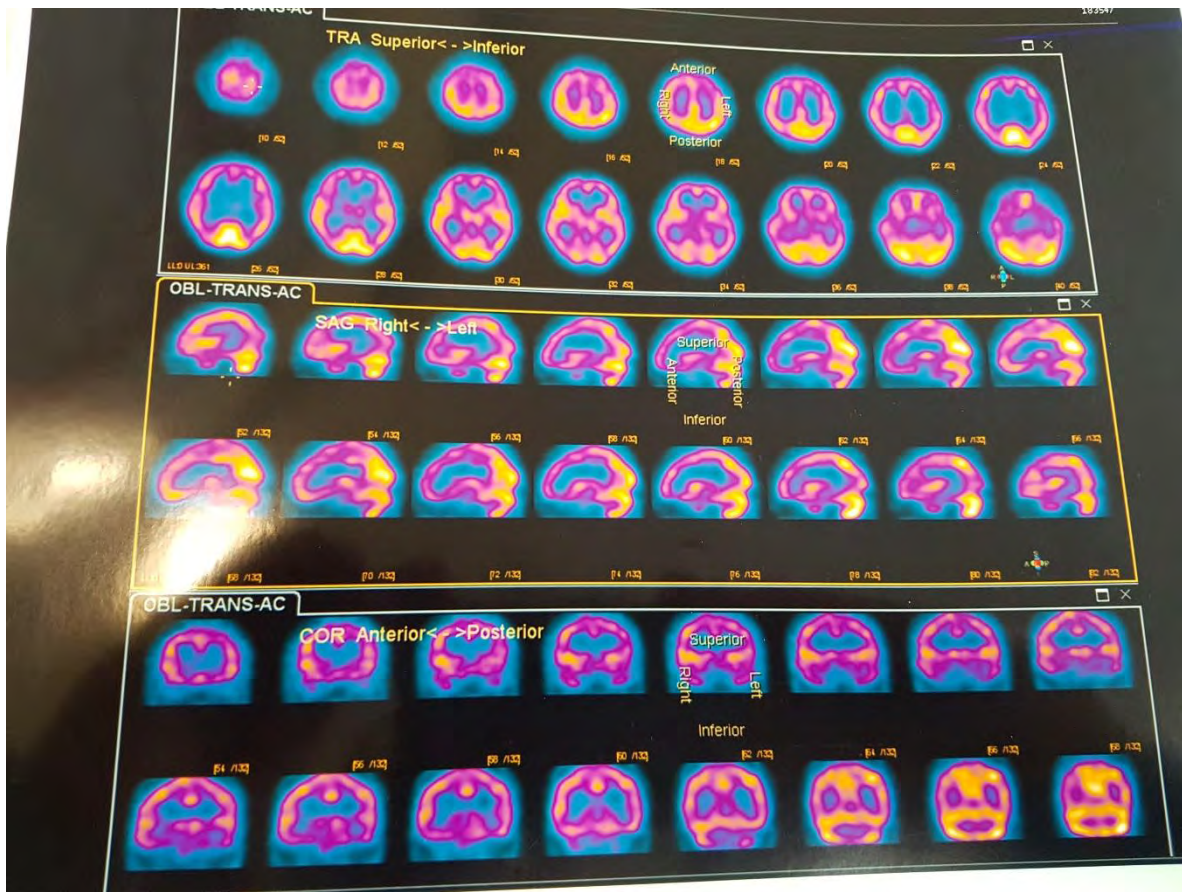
SPECT (FLUJO SANGUÍNEO VISTA LATERAL E INFERIOR)
